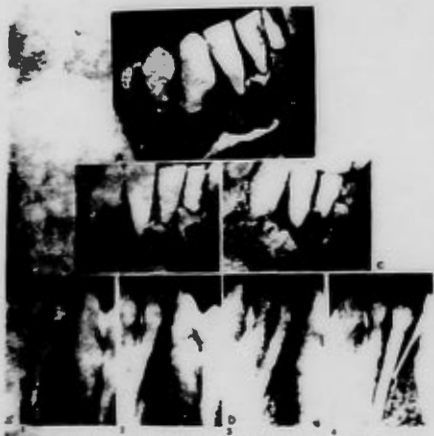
A. Vista panorámica; B. Cefalograma, región del maxilar y del arco lateral maxilar; C. D. Diferencia en la posición de bases esqueléticas de la región retroinfradentaria; E. Nueva exposición radiológica después de la intervención quirúrgica. El hueso secundario en el defecto al que se le aplicó el implante. D. 1. Aspecto periapical antes del tratamiento; 2. Traslado de bases esqueléticas en el defecto; 3 y 4. Vista alba después de la intervención quirúrgica. (De Rosenberg, J. Personal, 1967, 1974.)
